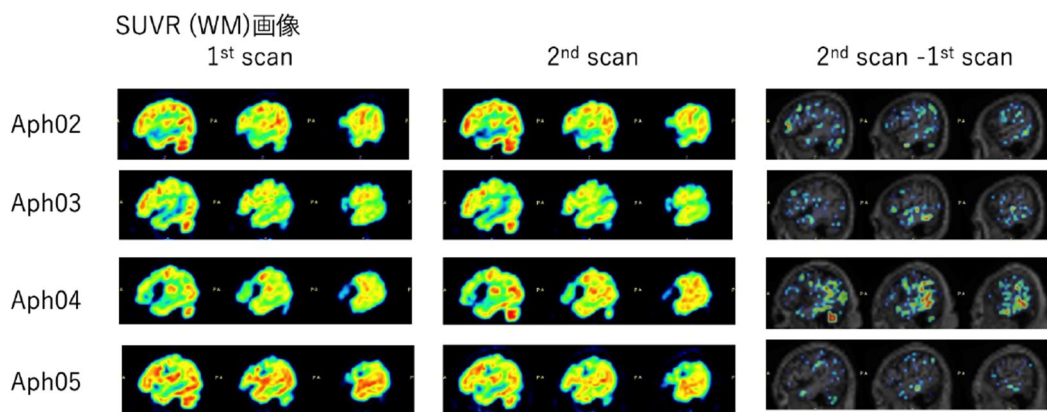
被験者の1st scan、2nd scanのAMPA受容体PET画像とsubtraction画像
